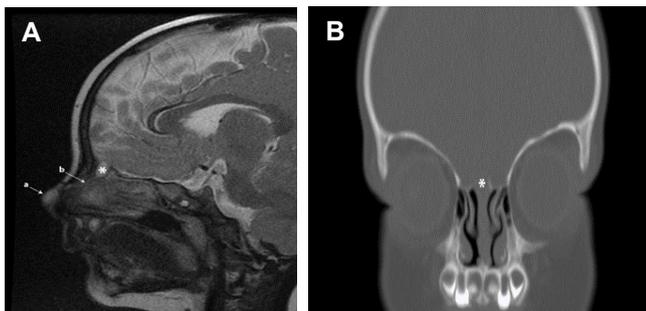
Estudio imagenológico prequirúrgico. A. Resonancia magnética nuclear de senos paranasales con contraste corte sagital. Masa quística en punta nasal (a) comunicándose a través del tracto fistuloso (b) con una segunda masa a nivel del foramen *caecum* (\*). B. Tomografía axial computarizada corte coronal.
